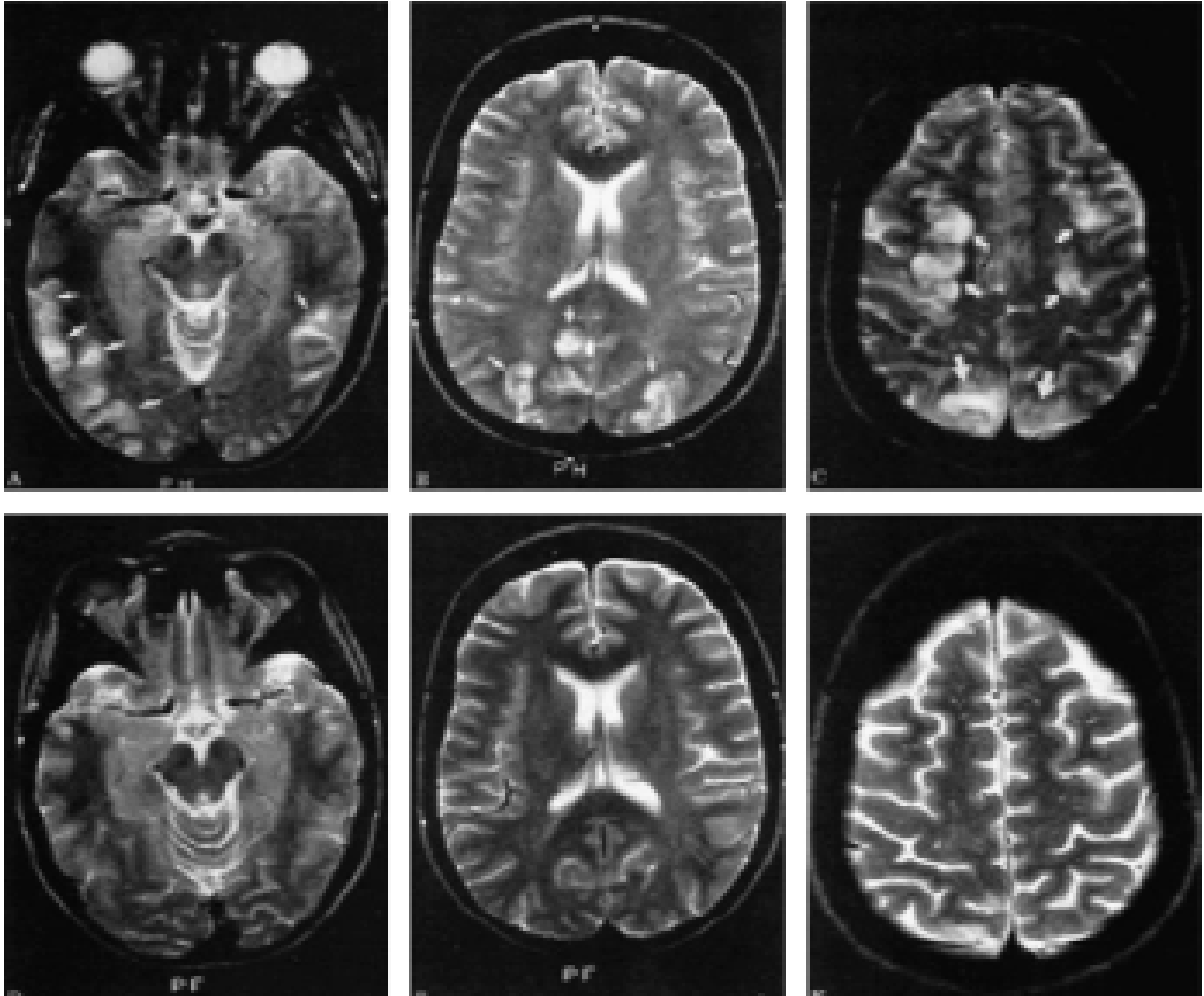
IRM encéphalique coupe axiale en séquences T2 (a) FLAIR (b) et diffusion (c): lésions au niveau des lobes occipitaux et pariétaux (petites flèches blanches, première rangée) [159]. IRM encéphalique coupe axiale en séquences T2 (d), FLAIR (e) et diffusion (f): Réversibilité des lésions (deuxième rangée) [159].
